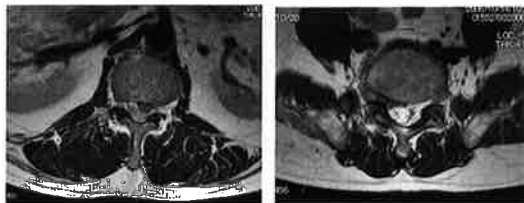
症例2 MRI (左)L1/2は症状と反対側に圧迫を認める。(右)L5/S外側ヘルニアでは、症状側に圧迫を認める。
